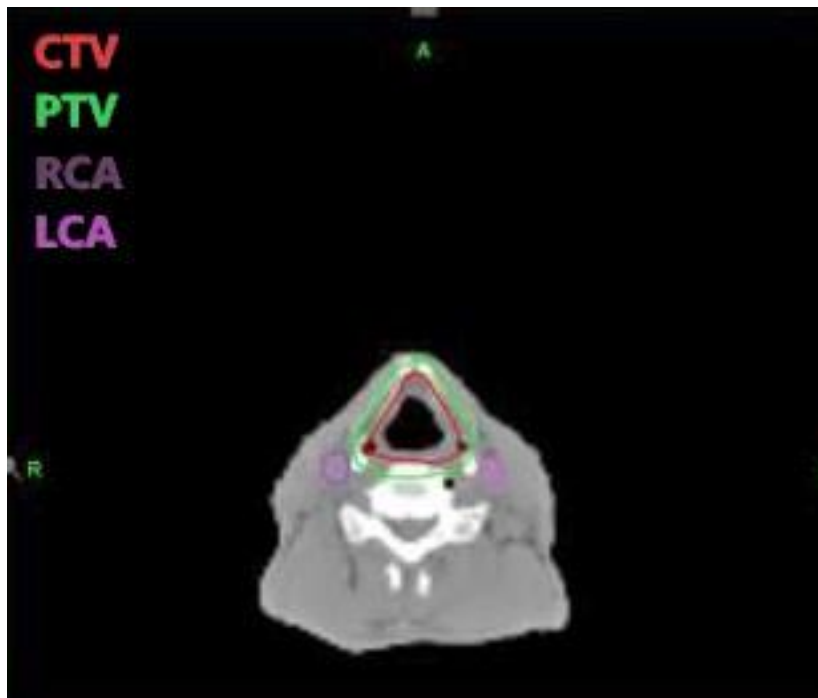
Carotid Artery Diameter In Computed Tomography
